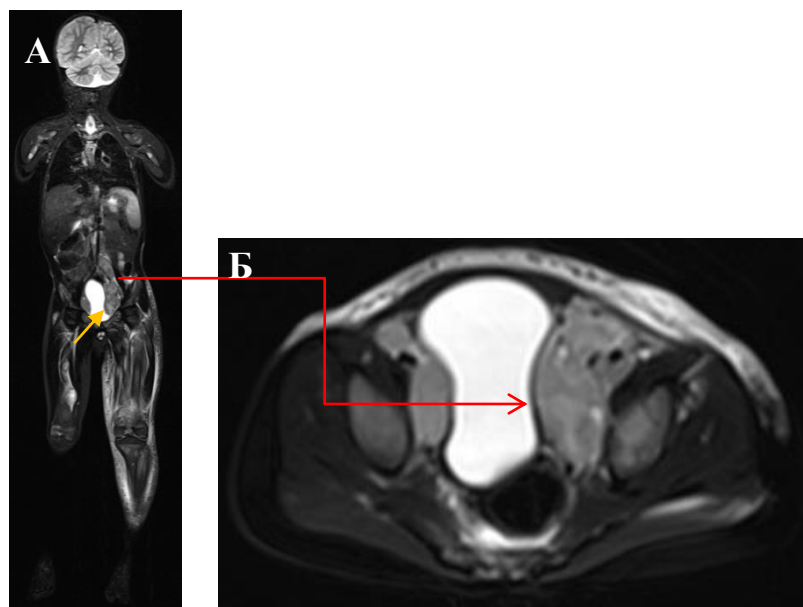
Диссеминированная альвеолярная РМС мягких тканей. Мальчик 3 года. А — МРТ-ВТ в режиме T2 STIR. Метастазы в подвздошные л/узлы (стрелка). Б — Увеличенное изображение. Конгломераты увеличенных наружных подвздошных л/узлов с обеих сторон имеют повышенный неоднородный МР-сигнал в режиме T2 STIR
